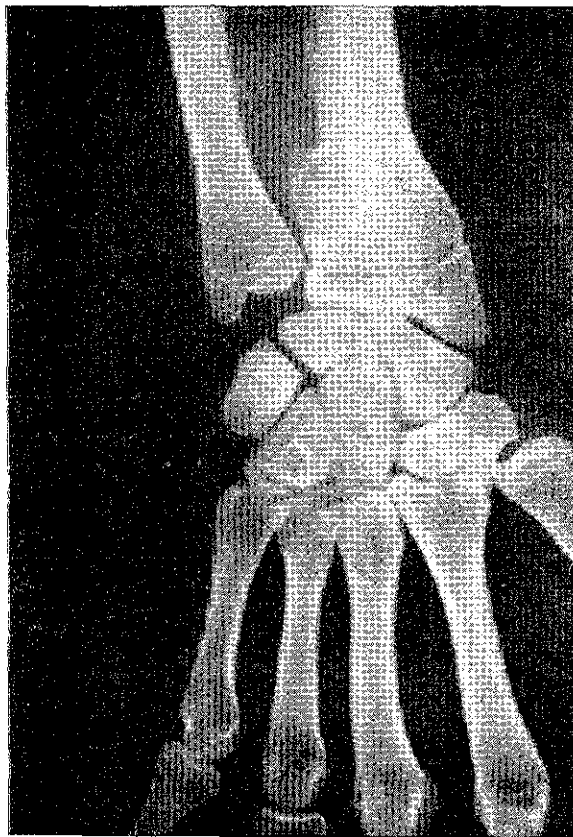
Radiografia feita em abril de 1964 mostra área de rarefação, de localização postero-interna, na metáfise radial, com adelgaçamento da cortical.
